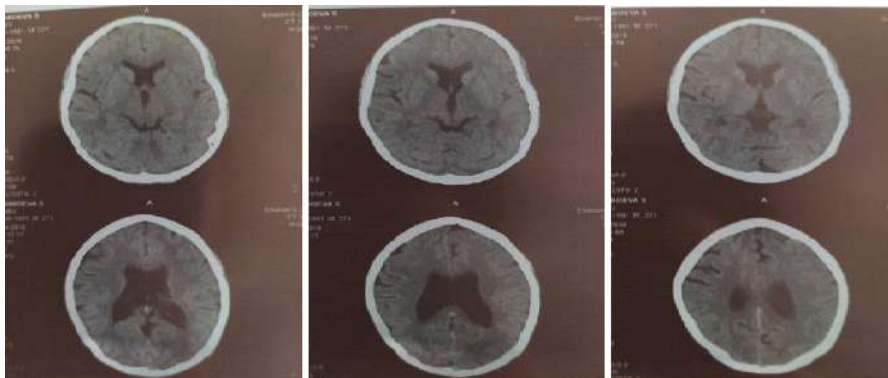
CT picture of IS with average severity of neurological deficit
